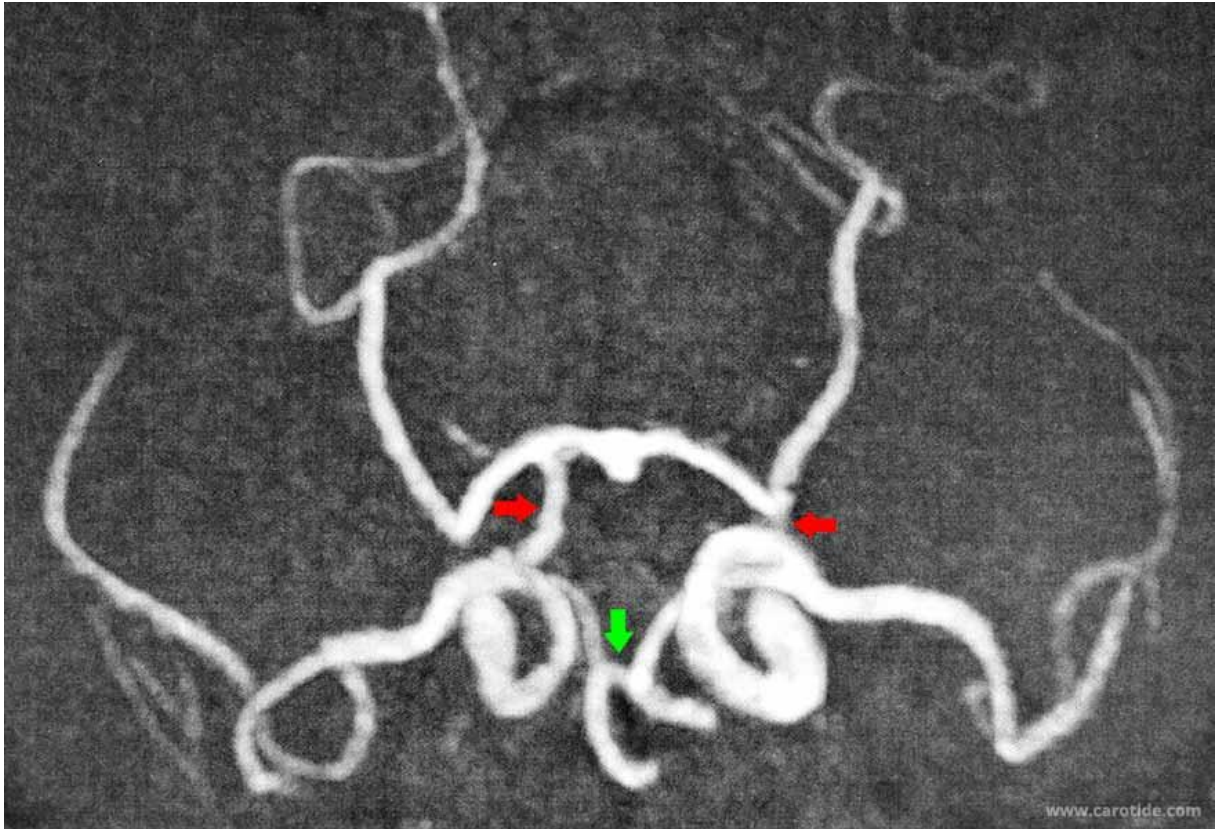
Angio-IRM du polygone de Willis montrant une communicante antérieure (flèche verte) et les deux communicantes postérieures (flèche rouge) de bon calibre, formant un cercle complet.
